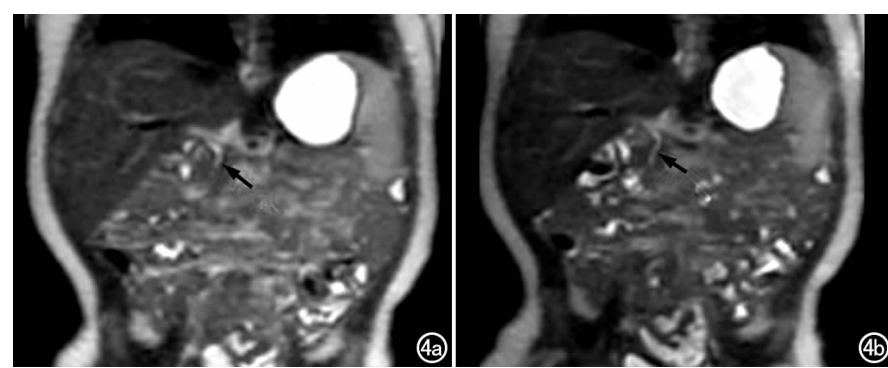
男, 9 个月, 胆囊结石。MRI 增强图像较 MR 平扫图像显示胆总管(箭)更为完整, 且胆道与周围组织结构的组织对比度明显提高。a) MRI 平扫; b) MRI 增强。
